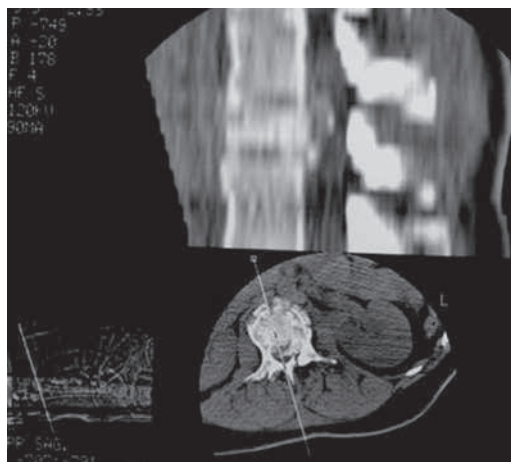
TC en trauma raquimedular: Reconstrucción sagital de fractura aplastamiento de D5
